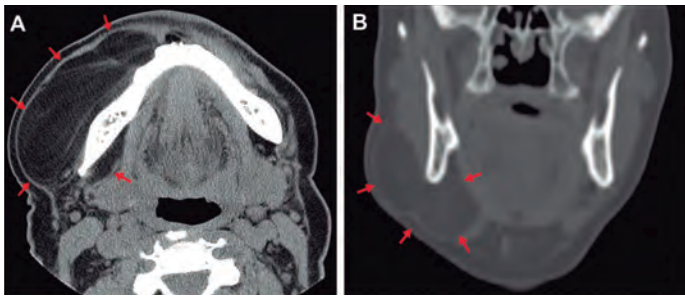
Tomografía Computada (TC) con medio de contraste. Cortes axial (A) y coronal (B) de cabeza y cuello donde se observan límites y extensión de la lesión tumoral (flechas)
